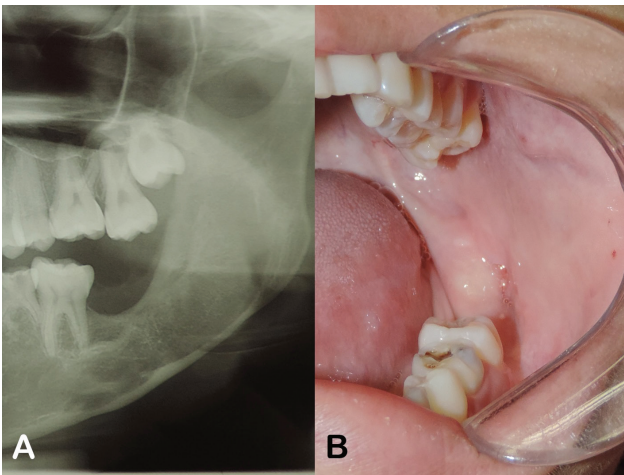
a - Radiografia panorâmica apresentando excelente cicatrização óssea, com preenchimento da loja criada pelo tumor por osso maduro. b - Sucesso no fechamento primário do retalho intraoral após 12 meses.
